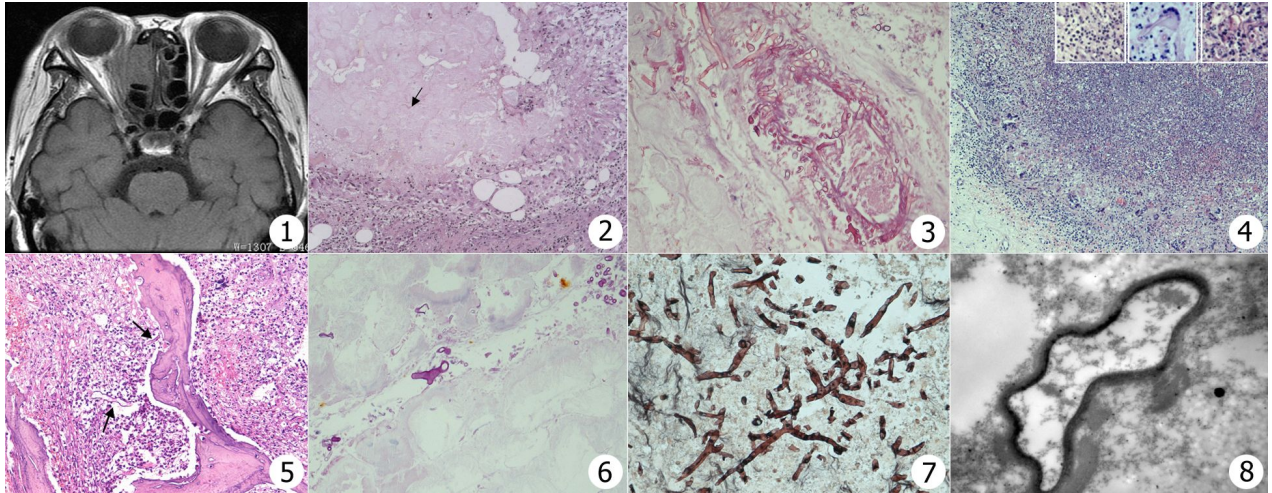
MRI 示病变累及右侧眼眶,眶壁破坏,视神经模糊不清,右侧眼球突出 图 2 眼眶眶脂体片状凝固性坏死组织内可见菌丝(箭头所指为菌丝,HE × 200) 图 3 菌丝分布在血管周围、冲破血管壁并进入血管内,管腔内血栓形成(HE × 400) 图 4 鼻窦黏膜真菌性肉芽肿,右上角小图从右向左依次为:化脓区(中央有大量中性粒细胞,其中可见菌丝)、多核巨细胞和上皮样细胞区(可见多核巨细胞吞噬菌丝)及淋巴细胞及浆细胞区(HE × 100) 图 5 鼻窦组织,骨质周围有较多菌丝分布,骨质呈虫蚀样改变(箭头所指为菌丝,HE × 400) 图 6 PAS 染色显示紫红色菌丝(× 400) 图 7 GMS 染色示棕黑色的菌丝(× 400) 图 8 透射电镜观察结果:可见菌丝粗大、形状不规则,细胞壁较薄,细胞内细胞器溶解消失(× 40 000)
